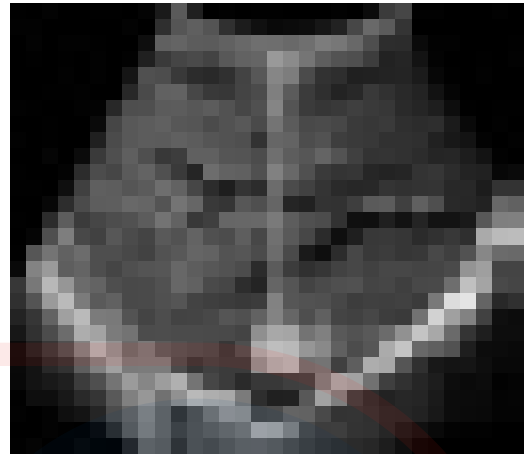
Artefactos de la velocidad de propagación. Cuando el sonido pasa a través de una lesión que contiene grasa, el eco que regresa es retardado debido a que la grasa tiene una velocidad de propagación de 1450 m/s, la cual es menor que la del hígado. Debido a que el escáner de ultrasonido asume que el sonido está siendo propagado a una velocidad promedio de 1540 m/s, el retraso en el eco que regresa es interpretado como un objetivo más profundo. Además, la imagen final muestra un artefacto de mal registro, en el cual el diafragma y otras estructuras profundas con respecto a la lesión grasa se muestran en una posición más profunda que la esperada (imagen simulada).
